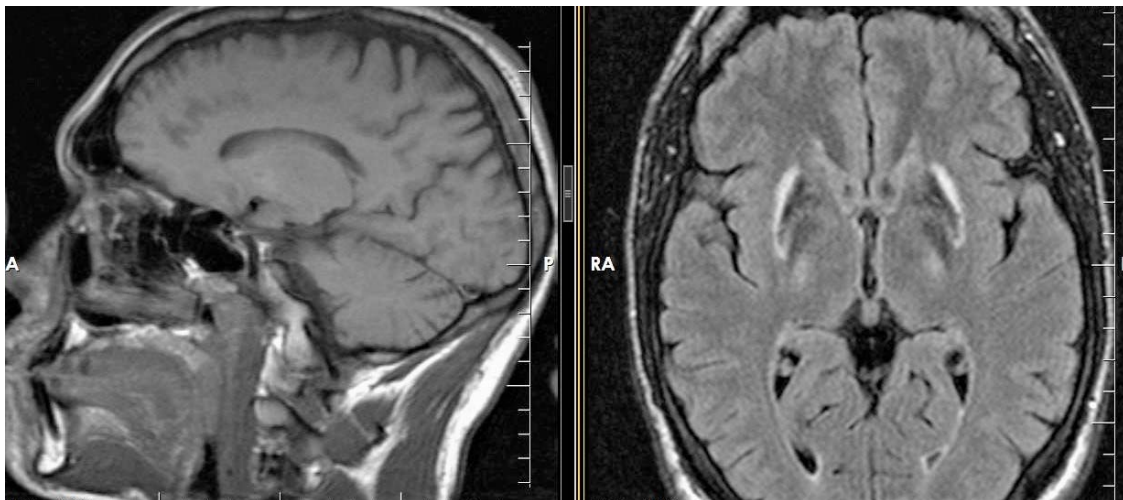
МРТ головного мозга – накопление металла в базальных ядрах
